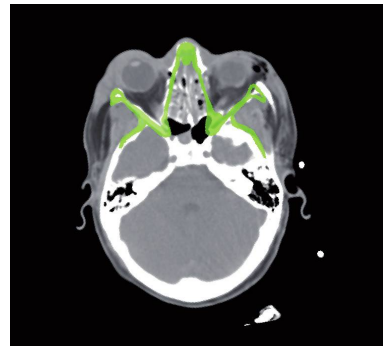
Überlagerte Darstellung der CT-Daten und des Rekonstruktionsvorschlages (in grün)
